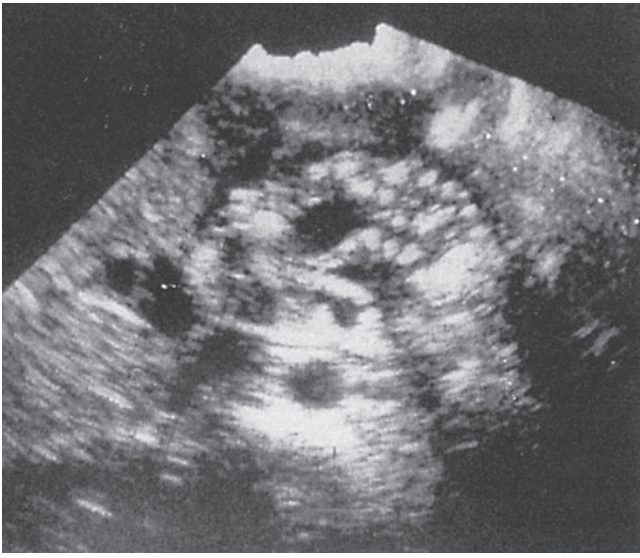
Ecografía de la pancreatitis crónica. Ecografía transabdominal de un paciente con pancreatitis crónica que muestra heterogeneidad del parénquima pancreático, sistemas ductales dilatados y formación de quistes. (Reproducida con autorización de Bolondi et al. *Radiol Clin North Am.* 27: 815, 1989.)
